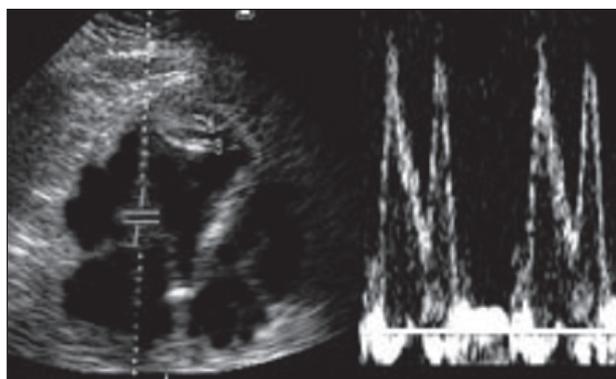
Множественные «толстые» поперечно-верхушечные аномальные хорды. При импульсной доплер-эхокардиографии отмечается уменьшение скорости раннего и увеличение позднего диастолического трансмитрального кровотока.  $E/A = 1,14$
